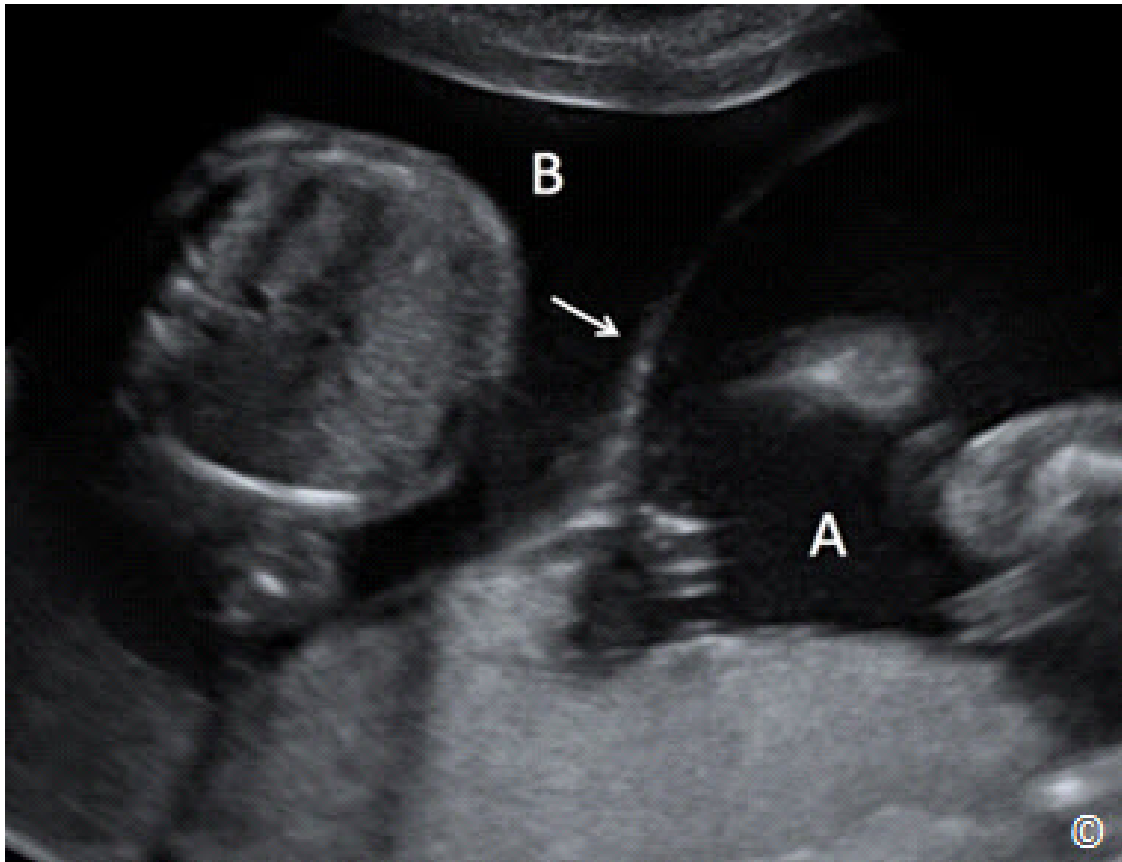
Ecografía transabdominal de un embarazo gemelar que muestra una membrana de separación gruesa (flecha), que confirma la presencia de gemelos. A y B denotan la ubicación de sacos gestacionales para los gemelos A y B respectivamente.
